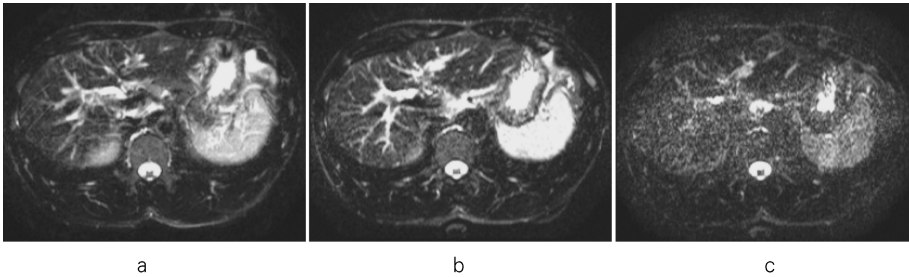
Breath-hold fast spin-echo T₂-weighted MR images (BT FSE-T₂WI) (TR/TE/ETL=6624/130/28, matrix=256×256). (a) without SENSE (AT=39.7 s), (b) with SENSE (SENSE R factor=2, AT=19.9 s), (c) with SENSE (SENSE R factor=4, AT=10 s)
